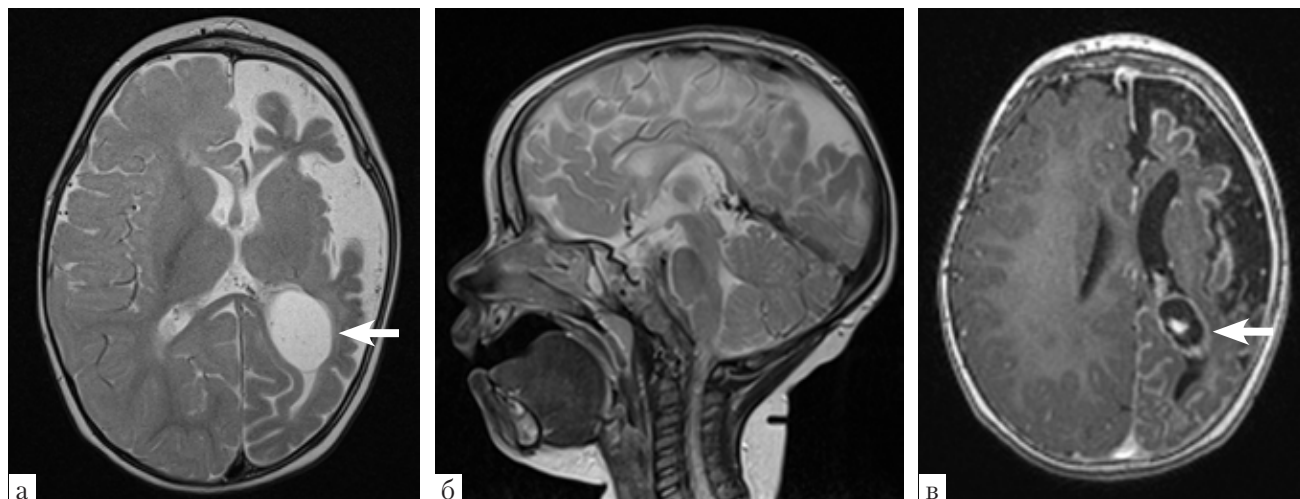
МРТ головного мозга ребенка 11 мес. Синдром Веста. Болезнь Штурге–Вебера. Усиление венозного кровотока, накопление контрастного препарата мозговыми оболочками, атрофические изменения. Киста сосудистого сплетения в затылочном роге левого бокового желудочка (стрелка): а — T2-ВИ, б — T2-ВИ, в — T1-ВИ с контрастированием
